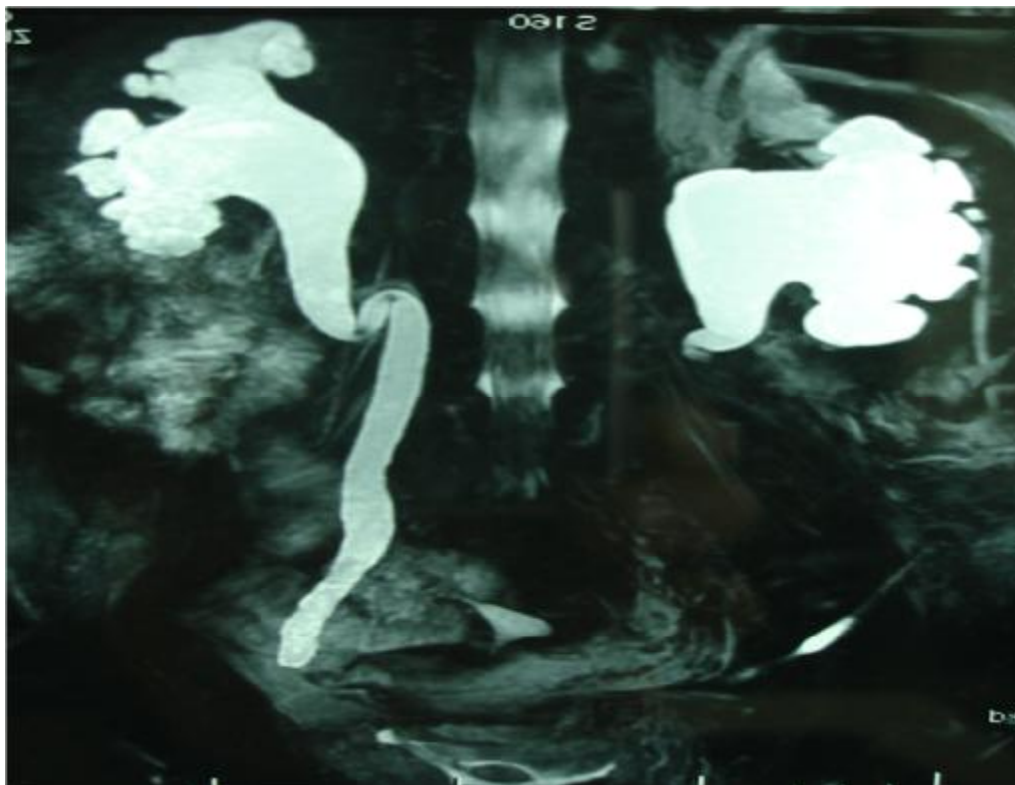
image d'uro-IRM montrant une dilatation des cavités excrétrices des deux reins en amont d'un obstacle
